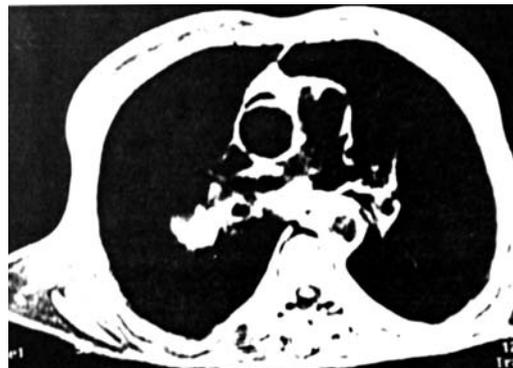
МРТ на предсердно-желудочковом уровне. Увеличенные лимфатические узлы корня легкого (T1 взвешенное изображение)
